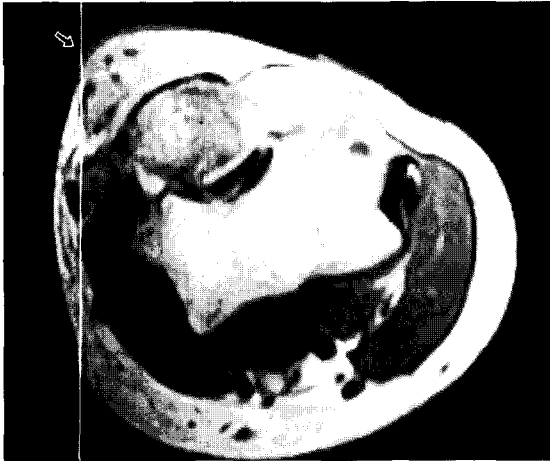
MR image showing thickened and inflammatory change of olecranon bursa in the elbow.
